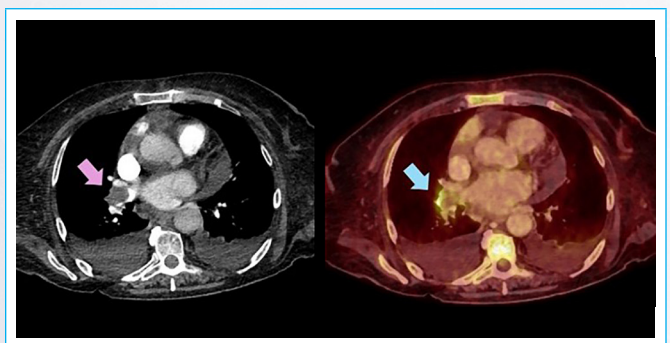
PET-TC. Defecto de repleción de la arteria pulmonar principal derecha sugerente de tromboembolismo pulmonar. Este defecto tiene captación de FDG, lo que es compatible con una embolia séptica.
